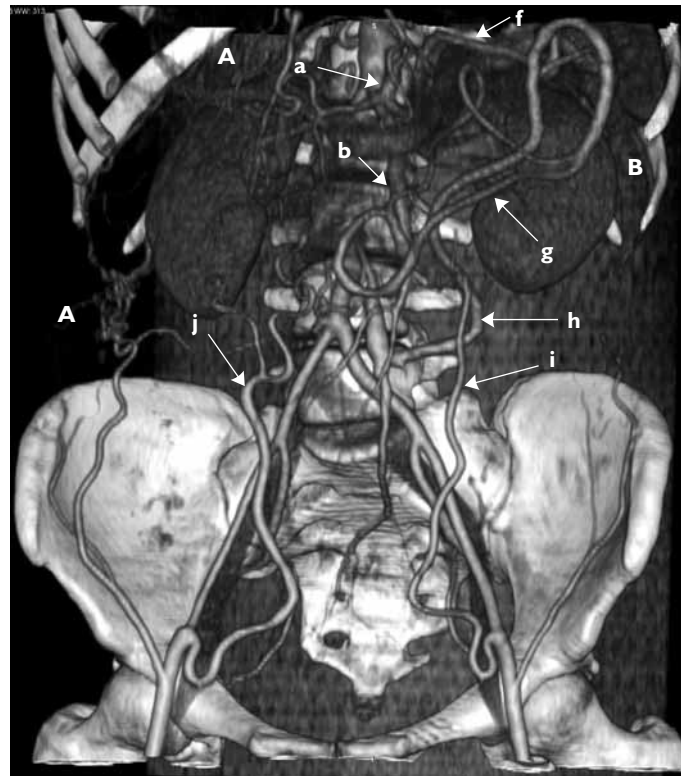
3D reconstruction of CT angi examination. Well-developed collateral circulation of abdominal integuments (A) the Riolan's arch (B) that filled aortic bifurcation and iliac arteries; a — celiac trunk; b — superior mesenteric artery; f — splenic artery; g — medial colonic artery; h — left colonic artery; i — left inferior epigastric artery; j — right inferior epigastric artery
